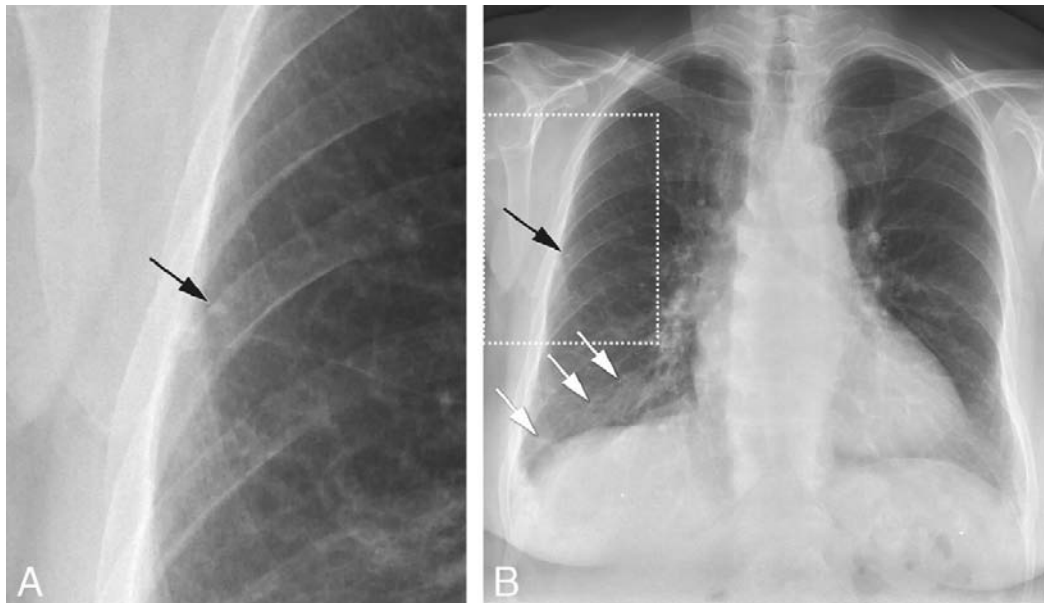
Gros plan (A) d'une radiographie thoracique postéro-antérieure (B) montrant un petit nodule calcifié de 3 mm (flèche noire en A,B). Cicatrice fibreuse de plus de 2 cm² dans le lobe inférieur droit (flèches blanches, B).(167)
